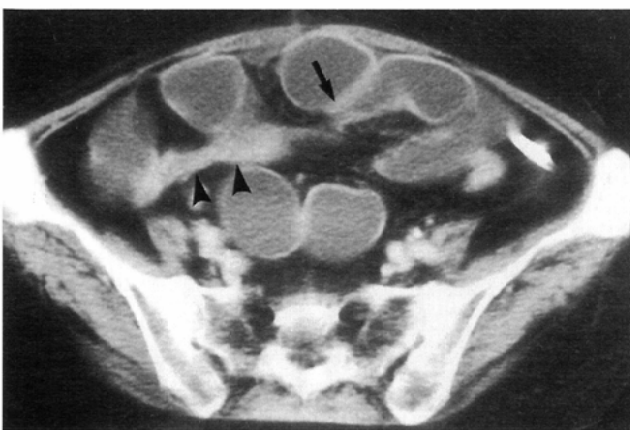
62 years old female diagnosed closed loop obstruction with volvulus. Post-CT(A) showed dilated bowel loop and ascites. Caliber change(▲)and beak sign(→)are also demonstrated. Pre-CT(B) examined 2 weeks before post-CT, shows two adjacent collapsed loops (→).
